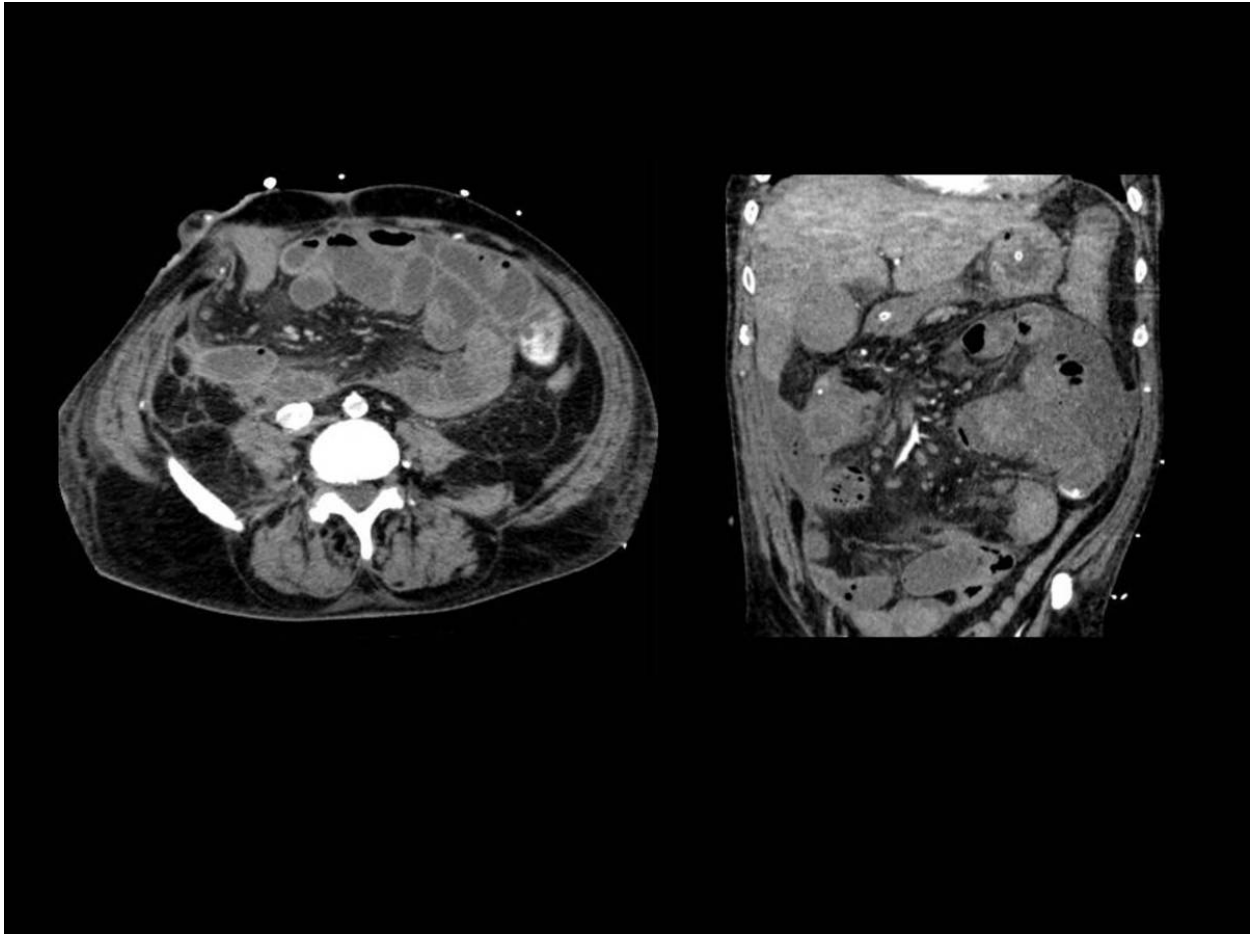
Figura 3. TC fase arterial. Extravasado de contraste en colon descendente en forma "de charco".
